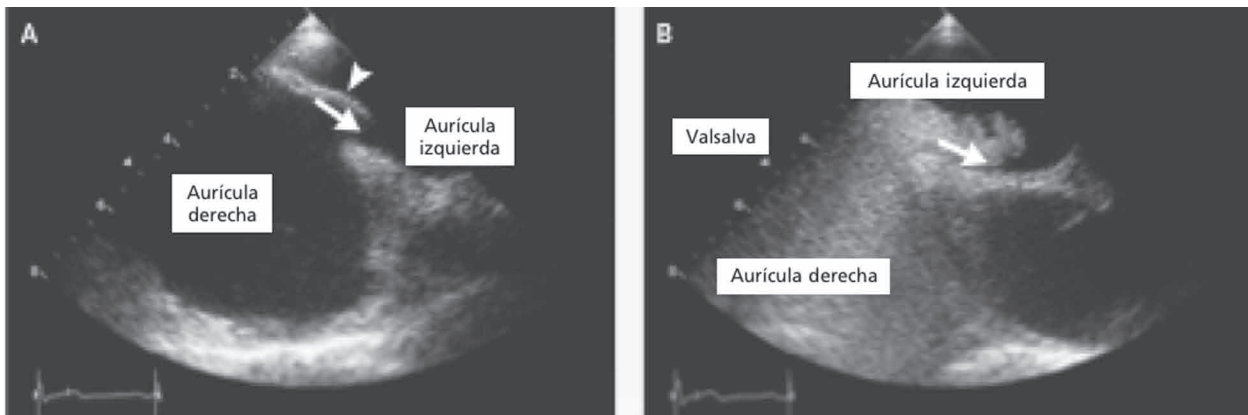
Imagen de ecocardiografía transesofágica que muestra un foramen oval permeable.
